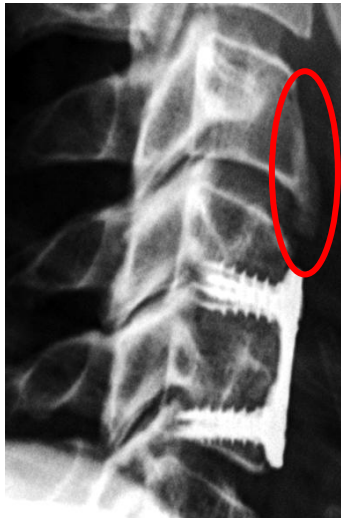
Wachstum des Osteophyten an der anterioren Wirbelkante im kranialen Anschlusssegment C3/4 nach ventraler Spondylodese C4-6, P. L., 28-jähriger Patient, laterales Röntgenbild, a) direkt postoperativ, b) 3 Jahre postoperativ
